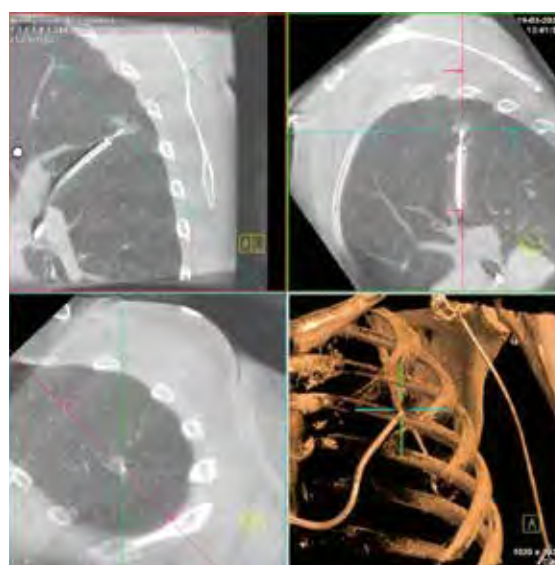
Cone-Beam-CT-Aufnahme während einer robotisch-assistierten Bronchoskopie. Der Katheter wird über den Tubus durch die natürlichen Atemwege bis zur Lungenläsion geführt, ohne dabei die Pleura zu verletzen. Die Kryosonde wird direkt innerhalb der Läsion bildgestützt bestätigt und ermöglicht eine objektivierbare, hochpräzise, minimalinvasive Gewebeentnahme. (Bildquelle: Gaisl, Siemens Healthineers)
